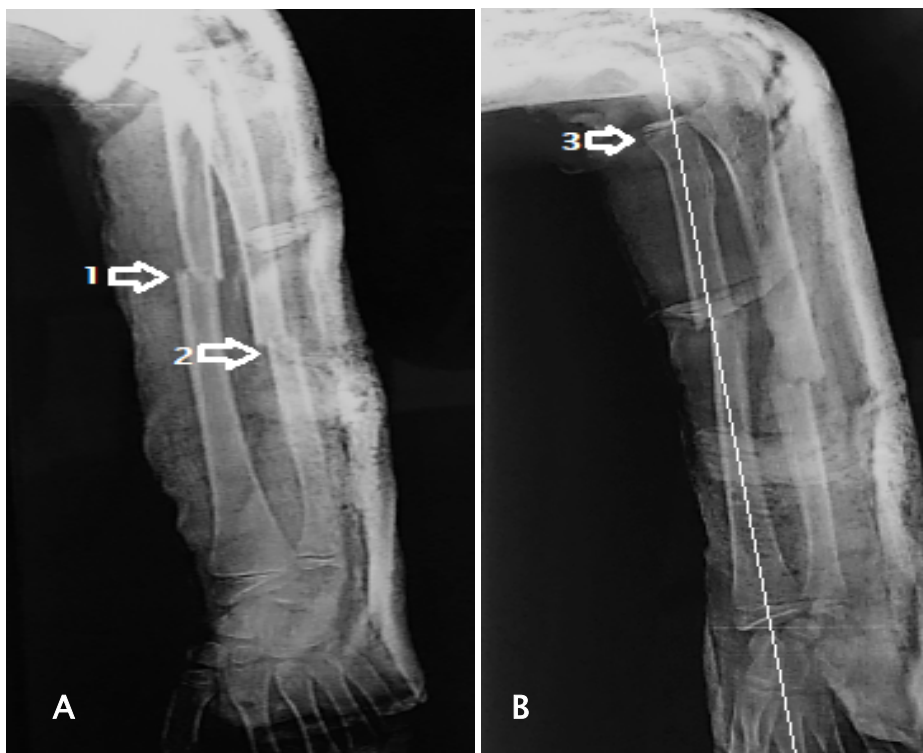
Radiographie de l'avant-bras de face (A) et profil (B) d'une lésion de Monteggia type IV de Bado chez un enfant sexe masculin âgé de 12 ans montrant une fracture déplacée au niveau du tiers moyen des 2 os de l'avant-bras (flèches 1, 2) avec une luxation antérieure de la tête radiale (flèche 3) non observé à la radiographie de face.
